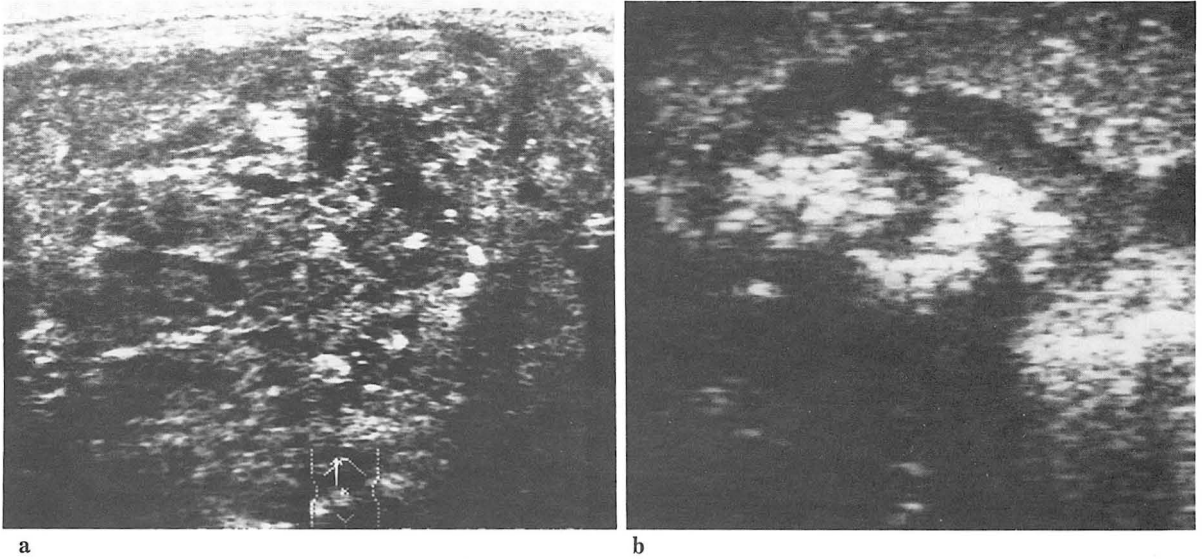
a. Sonography shows heterogeneously echogenic mass with multiple hyperechoic spots suggesting calcification. The mass size was 8cm in long diameter.
